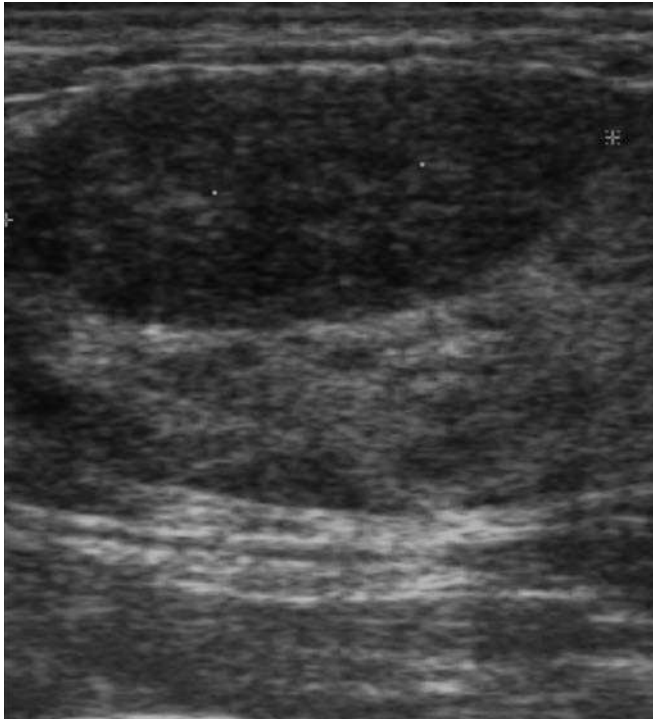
Ecografía de la mama izquierda: en la imagen obtenida en el cuadrante inferoexterno (CIE) se visualiza una lesión nodular hipocogénica, discretamente heterogénea, de contornos bien definidos, de 29,9 mm de diámetro máximo.
